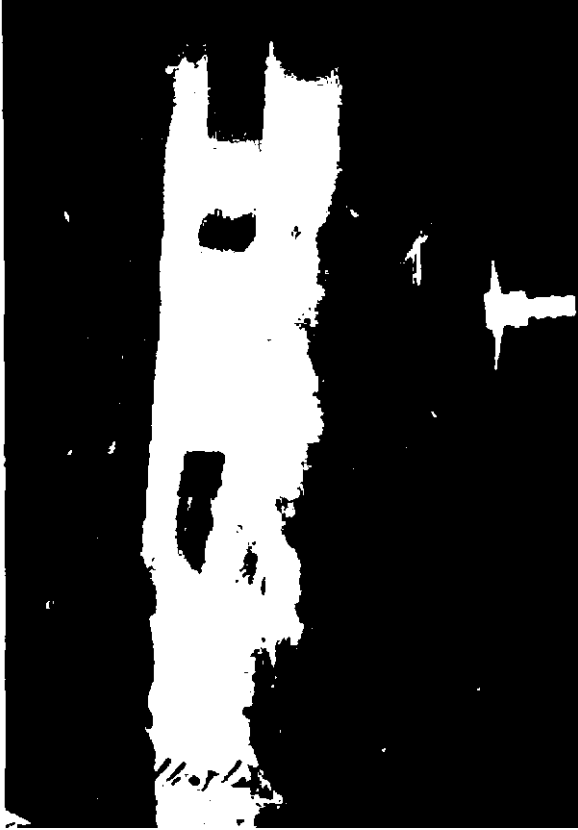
Tibia di afizindeki psödoartrozun medullaanjiyografisinin birinci dakikadaki durumu
